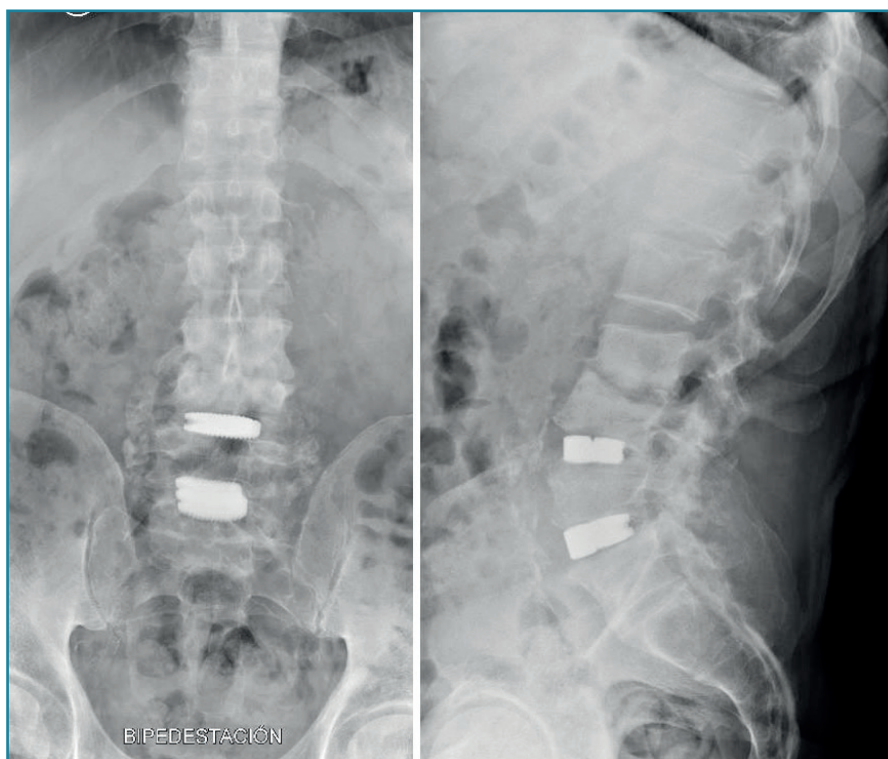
Radiografía al alta laboral en septiembre de 2022.
